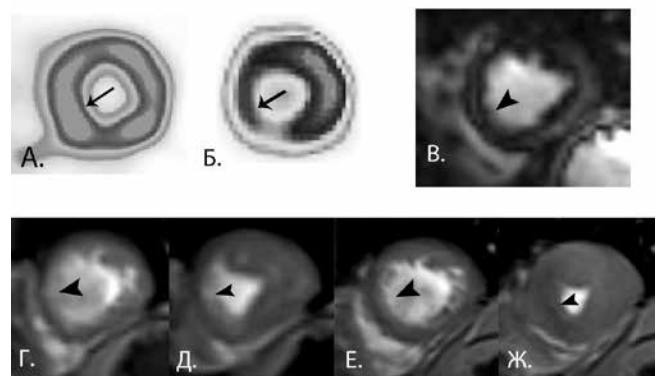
Результаты ПЭТ сердца с ^{13}N -аммонием (А) и ^{18}F -ФДГ (Б), МРТ сердца с ОК (В) у пациентки с ХОКА передней межжелудочковой ветви левой коронарной артерии. Определяется участок “инвертированного перфузионно-метаболического несоответствия” в межжелудочковой перегородке (стрелка). На отсроченных МР-томограммах задержки контрастного вещества в миокарде не обнаружено. Кино-МРТ (диастола – Г, систола – Д) до реканализации. ХОКА – систолическая дисфункция в межжелудочковой перегородке, которая полностью исчезла после интервенционного лечения (диастола – Е, систола – Ж).
